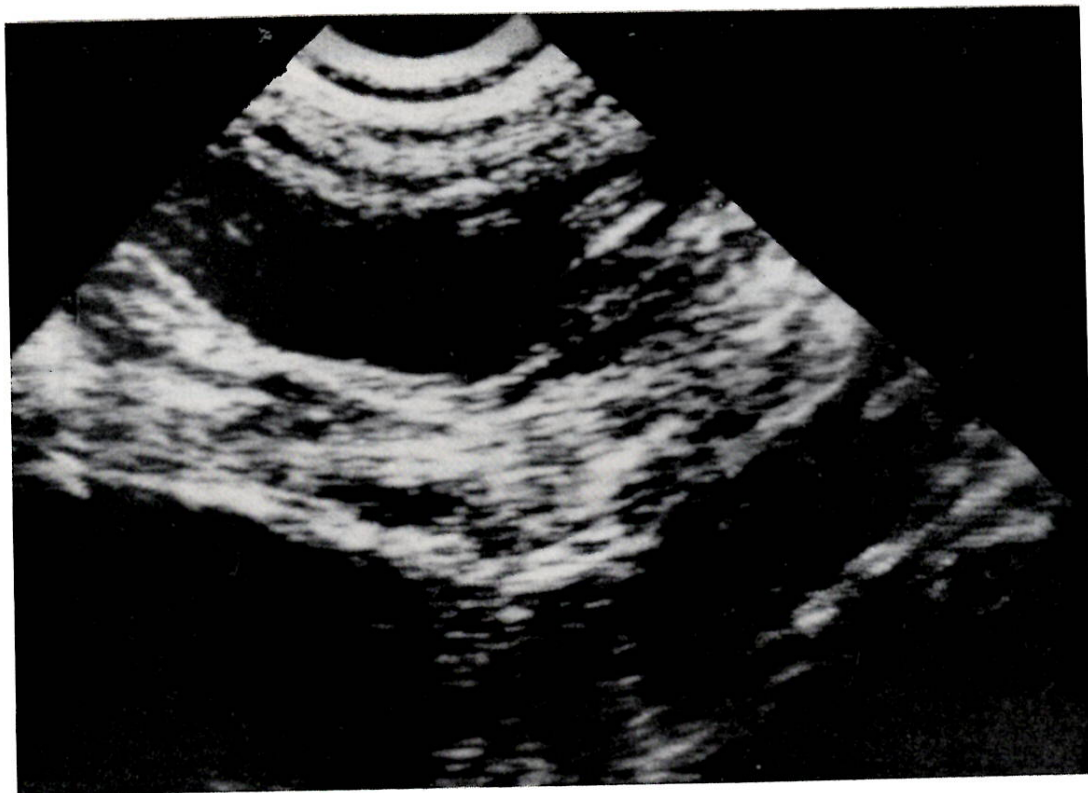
Ecografia addominale: si noti la presenza di cavità ipoecogena in corrispondenza dell'estremo distale dello shunt ventricolo-peritoneale.
